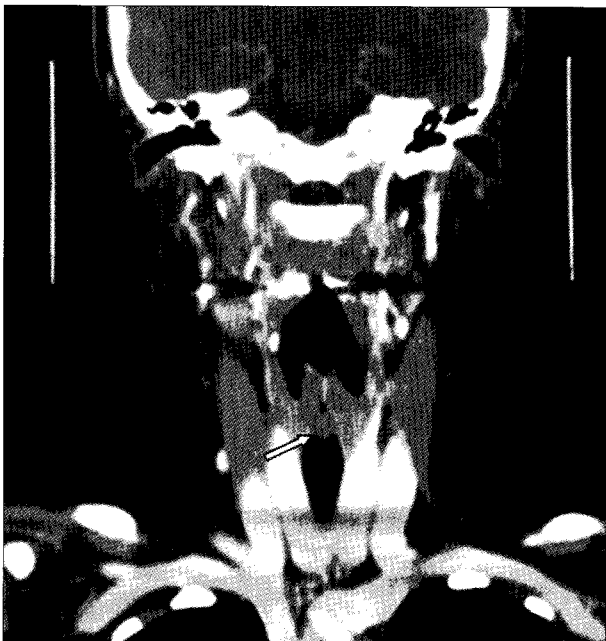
The pre-operative larynx CT show that round mass was seen in subglottis (arrow).
